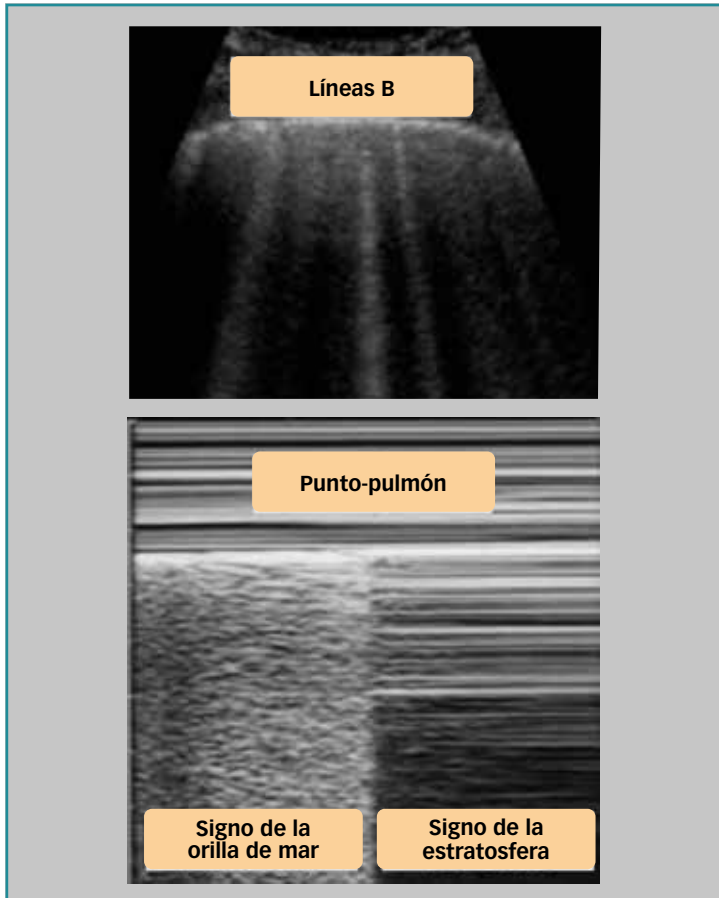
Ecografía pulmonar.
